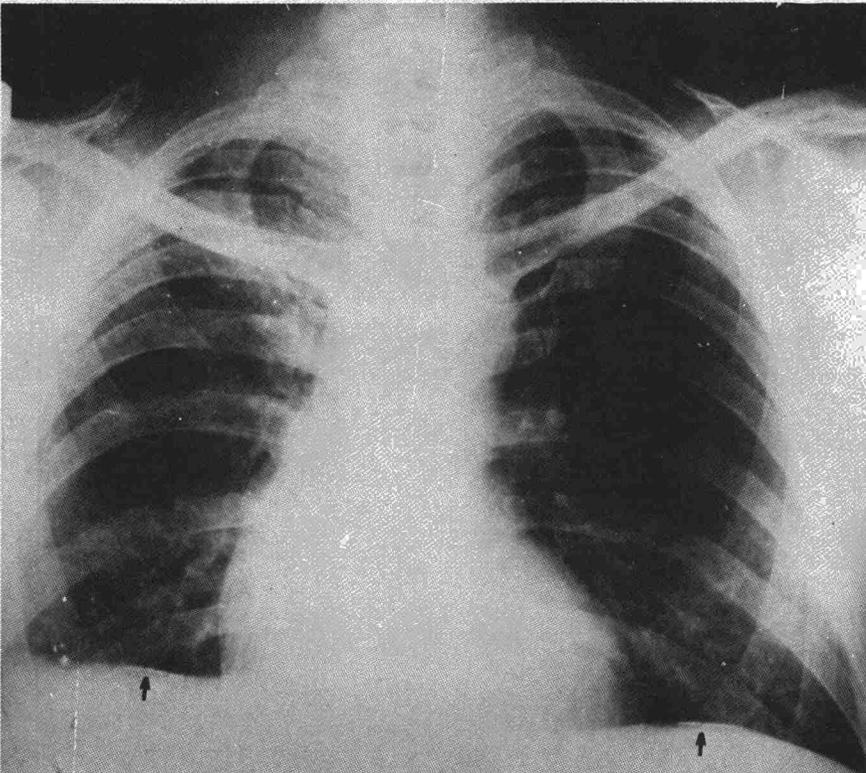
Radiografía de una mujer de 58 años que trabajó durante 20 años en cardado, hasta 1969 que fue indemnizada por severa asbestosis pulmonar con bloqueo alveolocapilar. Progresión de la enfermedad hasta las regiones pulmonares más altas, cinco años después. Corazón vellosa, diversas sombras pleurales.
